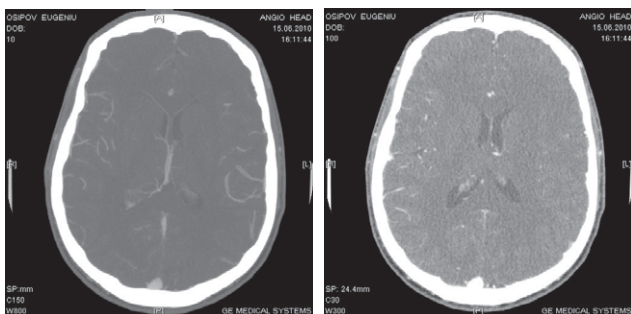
Tomografia computerizată a craniului pacientului O.
